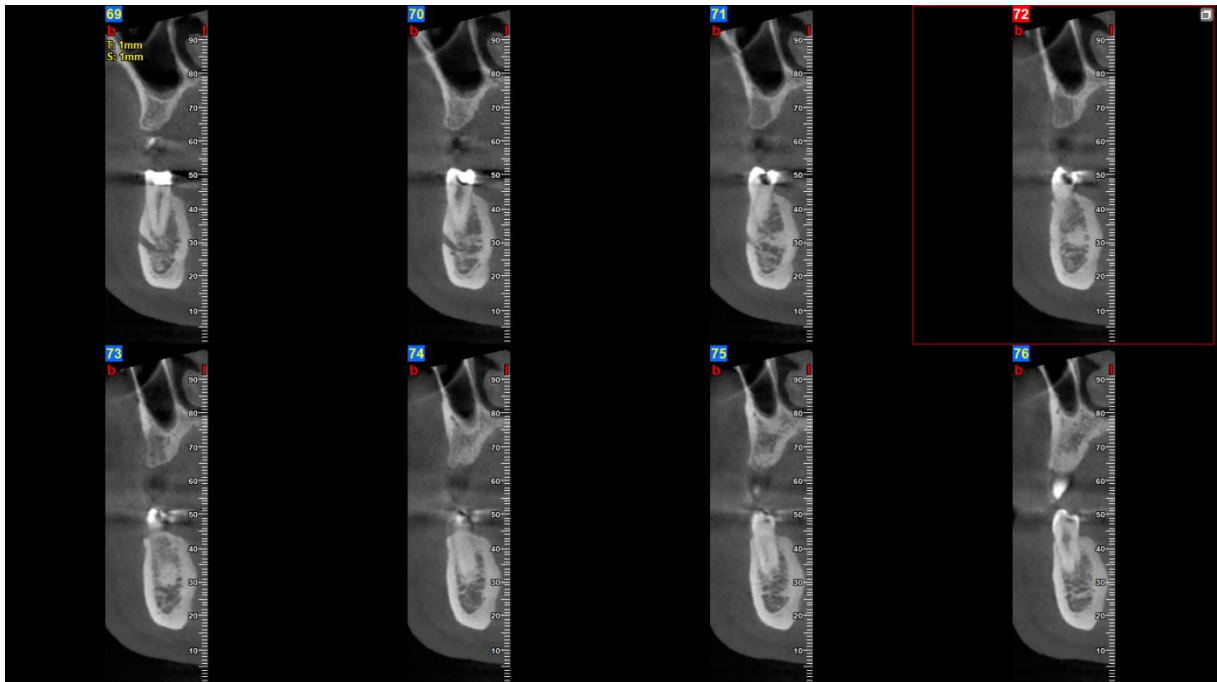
RTG snimak postekstrakcijske rane regije zuba 14
